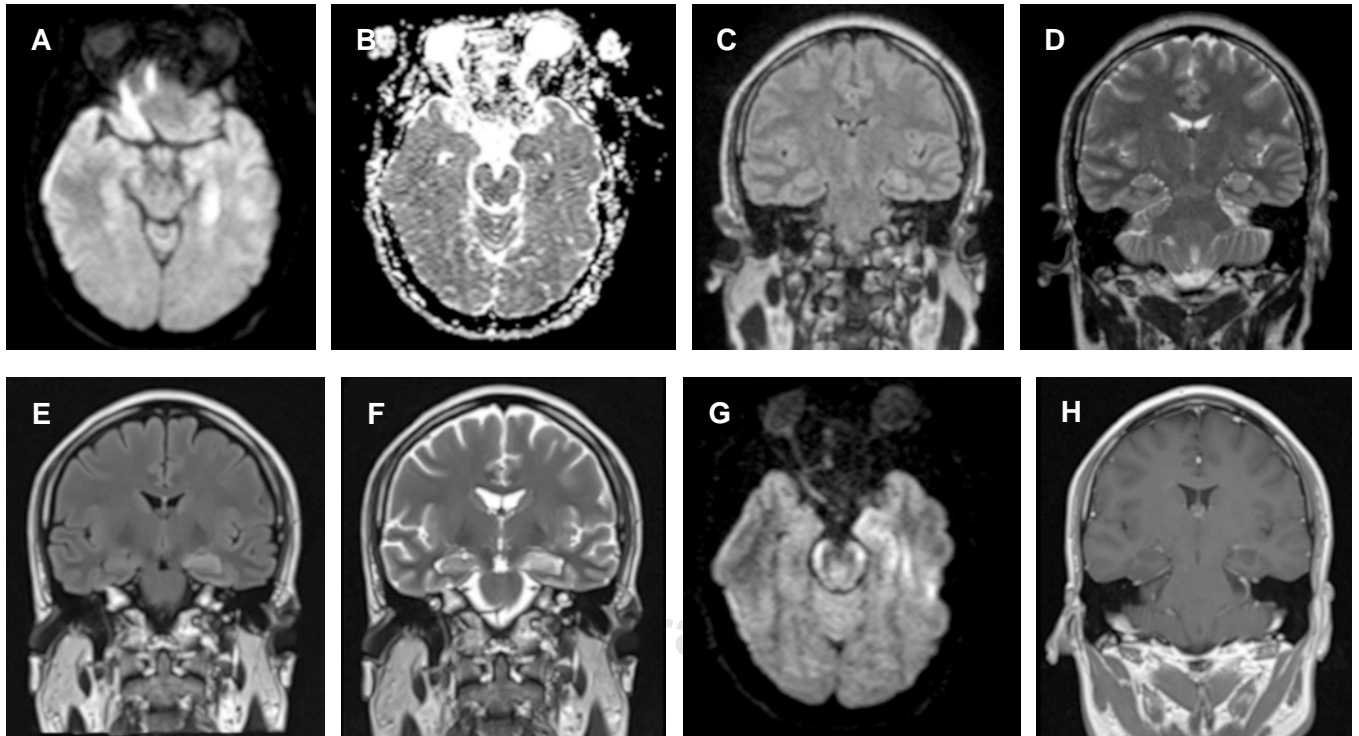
(A-B) Resonancia magnética de encéfalo inicial muestra restricción a la difusión del hipocampo izquierdo y la corteza del giro parahipocampal homolateral que se corrobora en ADC. (C-D) En el plano coronal de las secuencias FLAIR y T2 se muestra redondeamiento a nivel del cuerpo del hipocampo izquierdo con escasa hiperseñal. (E-F) Resonancia magnética de control (dos semanas después de la primera) donde se observa en cortes coronales T2 y FLAIR persistencia de la hiperintensidad en el cuerpo y cola del hipocampo izquierdo. (G) Restricción a la difusión. (H) Ausencia de captación de medio de contraste.
